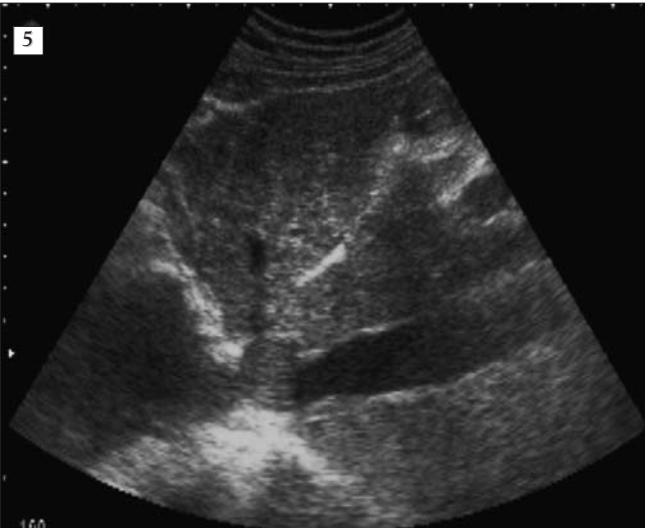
Figura nr. 5,6 Tromboză de vena cavă inferioară (aspect ecografic)
